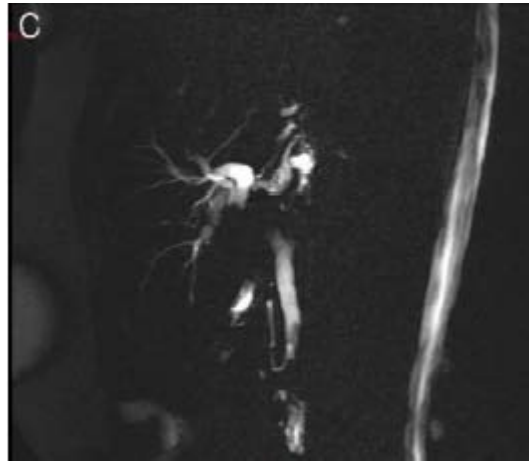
Cholangio-IRM mettant en évidence la partie terminale de la tumeur au niveau de la convergence biliaire.
